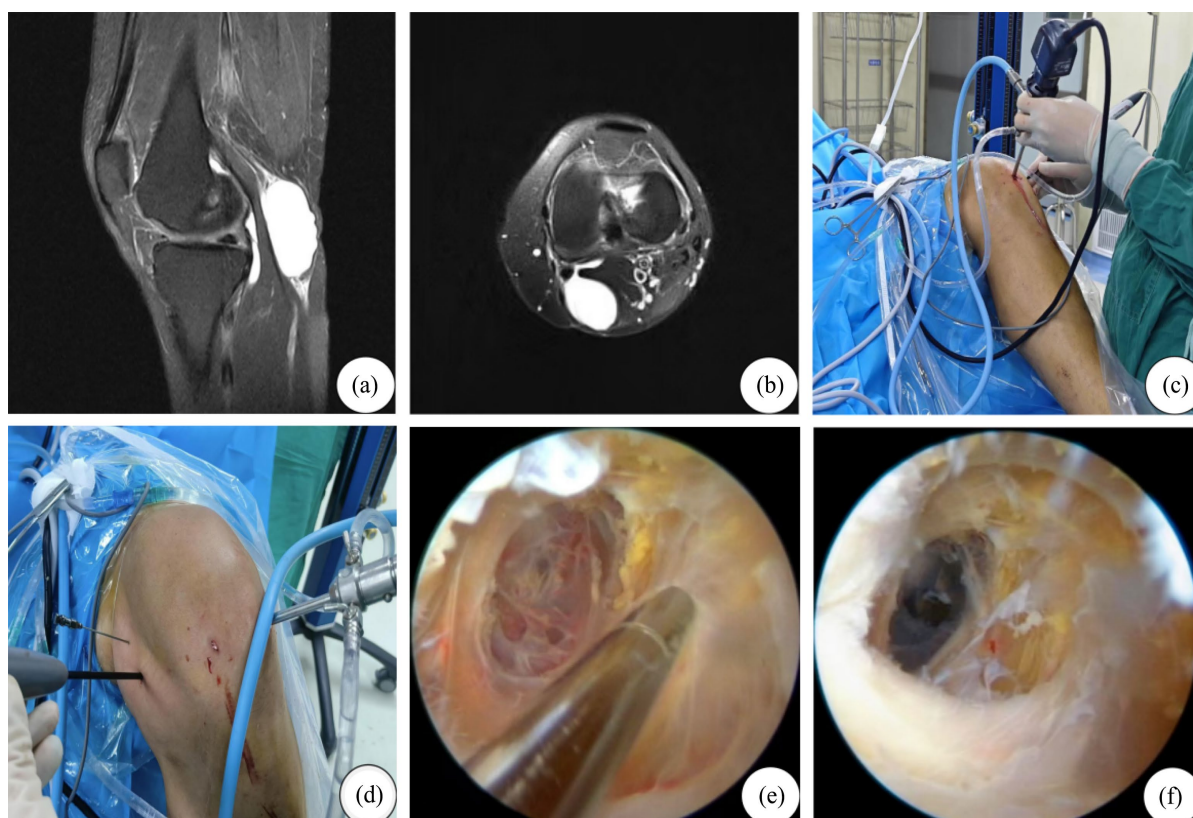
A 54-year-old female patient was admitted to the hospital due to left knee pain. (a) (b) Preoperative MRI sagittal and axial views of the cyst; (c) (d) Intraoperative views of the bilateral high portals; (e) (f) Intraoperative views of the cyst wall debridement
